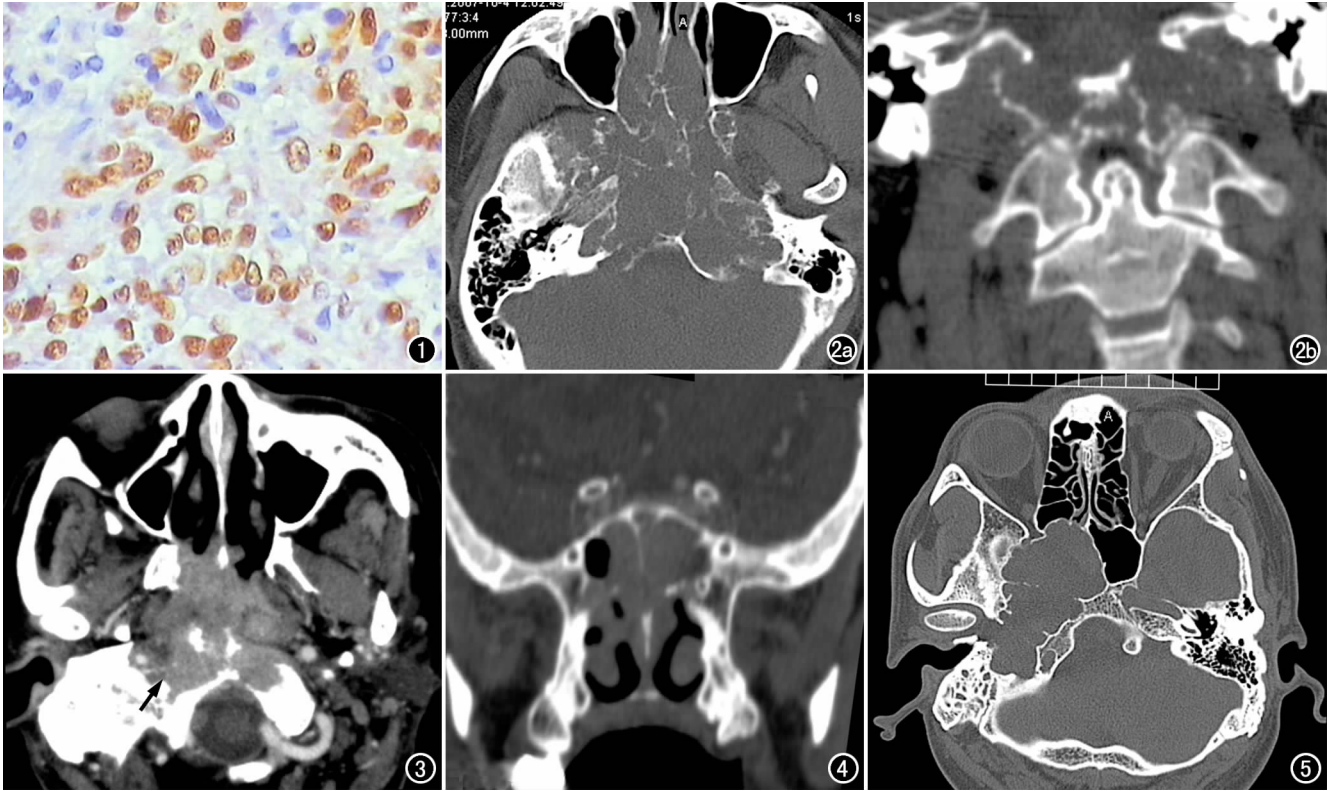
镜下示 p53 蛋白表达阳性细胞的细胞核呈棕黄色颗粒(×400,苏木素染色)。图 2 NPC(p53 蛋白表达阳性)。a) 横轴面 CT 示颅底骨质多发骨破坏,呈溶冰状,边界不完整,局部可见等密度软组织影;b) 冠状面 CT 示颅底多发骨破坏。图 3 增强扫描示鼻咽癌原发灶与颅底骨质破坏处软组织肿块(箭)强化较明显,强化程度一致。图 4 冠状面 CT 示蝶窦底壁骨质破坏。图 5 薄层螺旋 CT 扫描清楚显示右侧蝶窦、蝶骨、岩尖、破裂孔、斜坡、颈静脉孔及内耳门骨质破坏的行径、形态。
